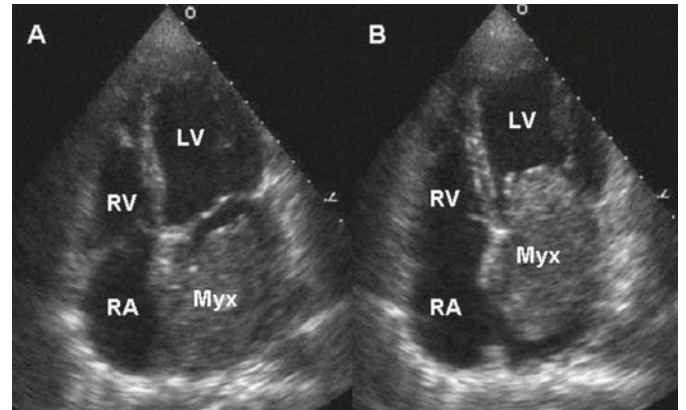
1 Transthorakales Echokardiogramm bei einem großen Myxom des linken Vorhofs. Das Myxom (Myx) füllt in der Systole den gesamten linken Vorhof aus (A) und prolapiert während der Diastole durch die Mitralklappe in den linken Ventrikel (LV) (B). (Mit frdl. Genehmigung von Dr. Michael Tsang.)
